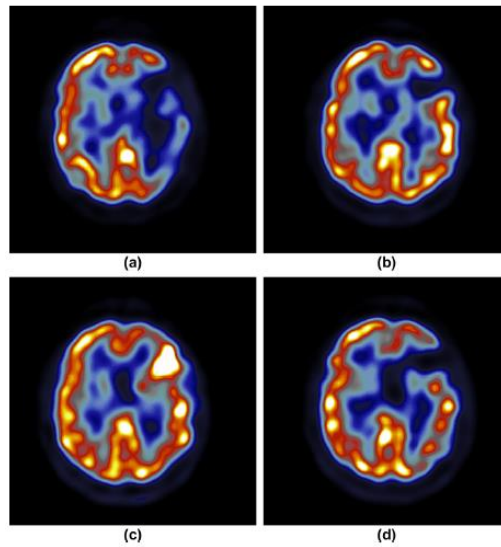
Sequência temporal de imagens de SPECT adquiridas com o radiofármaco HMPAO-^{99m}Tc, de um paciente que apresenta um enfarte agudo das artérias cerebrais médias. (a) 2 horas após sintomas, (b) 3 dias após sintomas, (c) 2 semanas após sintomas, em que é possível observar a perda de capacidade de autorregulação da BHE, (d) 4 meses, com enfarte estabelecido. Adaptado da referência (49)
